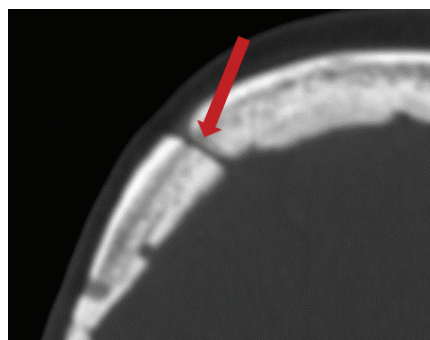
Начальные признаки консолидации по краю костного дефекта через 6 месяцев. Стрелкой отмечена формирующаяся костная ткань вдоль края опиленной кости (компьютерная томограмма, аксиальный срез) Fig. 4. Initial signs of consolidation along the edge of the bone defect after 6 months. The arrow indicates the forming bone tissue along the edge of the bone cut (CT, axial section)
